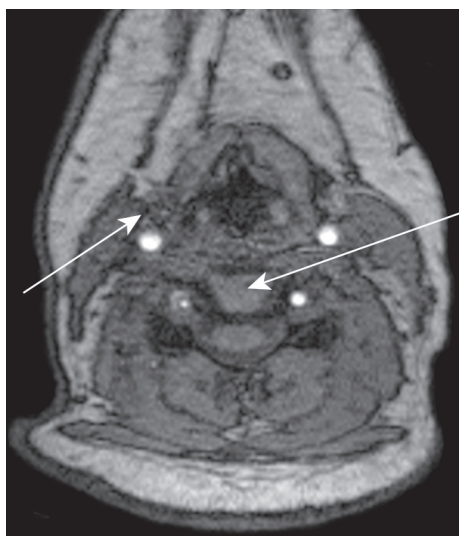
МРТ головного мозга. Правая стрелка указывает на очаг пониженной плотности в левой половине моста мозга; левая стрелка указывает на симптом «полулунния» в области правой позвоночной артерии.
